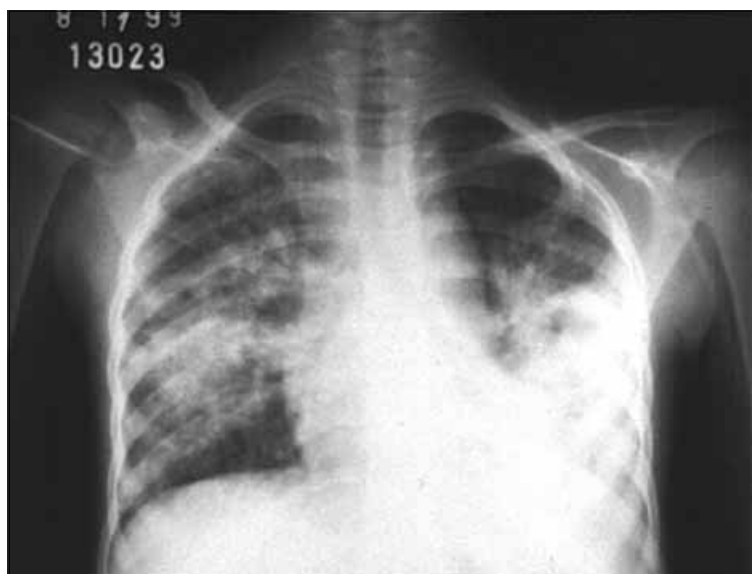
Radiografia de tórax em paciente com imunodeficiência comum variável.
